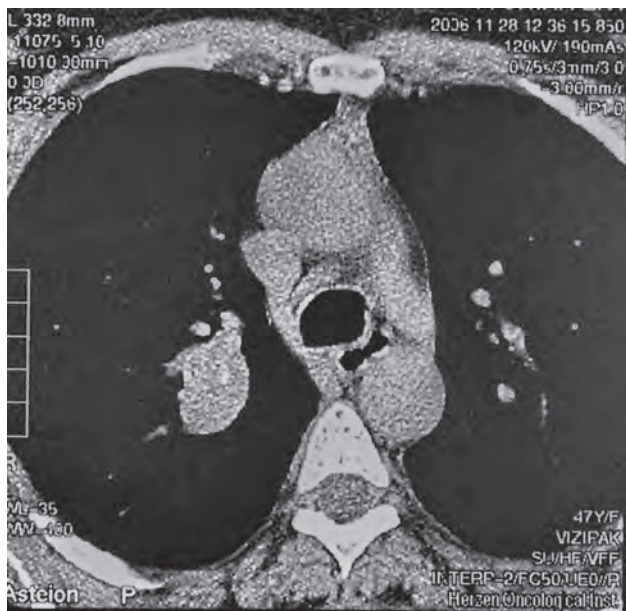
Компьютерная томограмма органов грудной клетки. Высокодифференцированный карциноид дистальной трети левого главного бронха. Уменьшение объема левого легкого, смещение средостения влево
